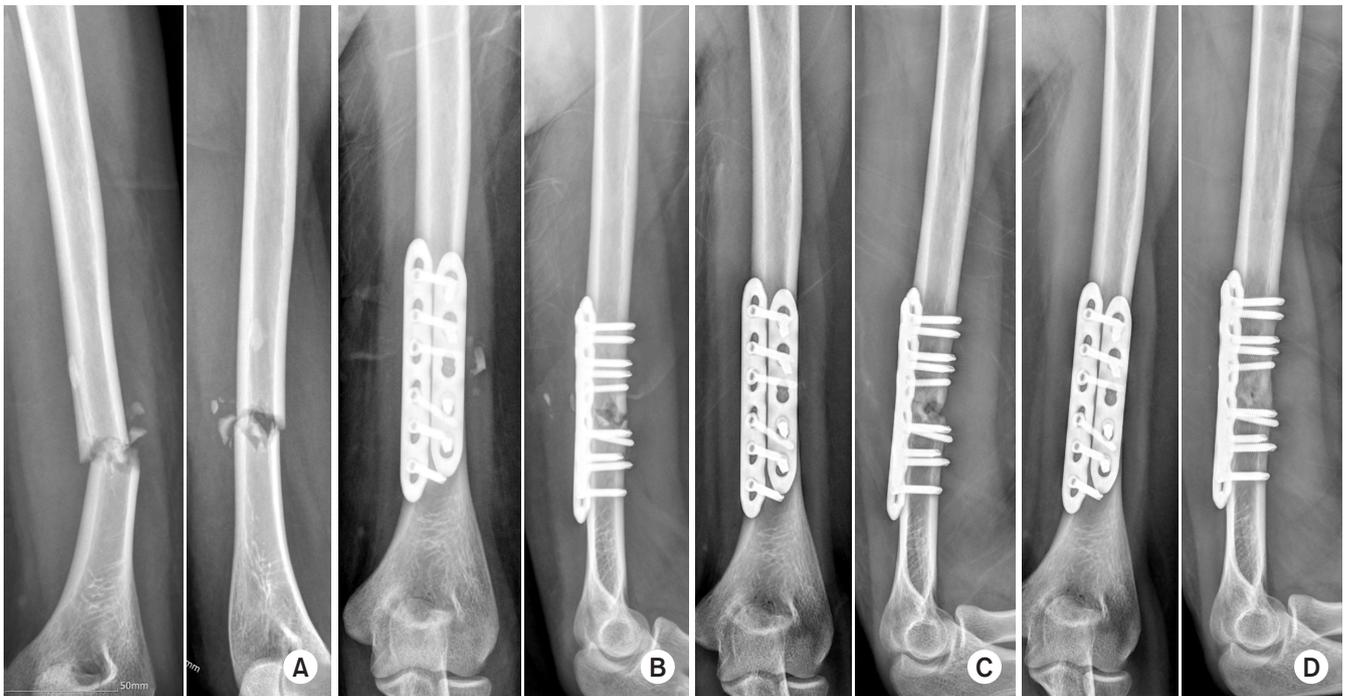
(A) Radiographs at the time of initial trauma show transverse distal shaft fracture of the left humerus. (B) Postoperative radiographs show posterior dual plating. (C) Radiographs at 8 months after the surgery show delayed union. (D) Radiographs at the final follow-up show bony union.
